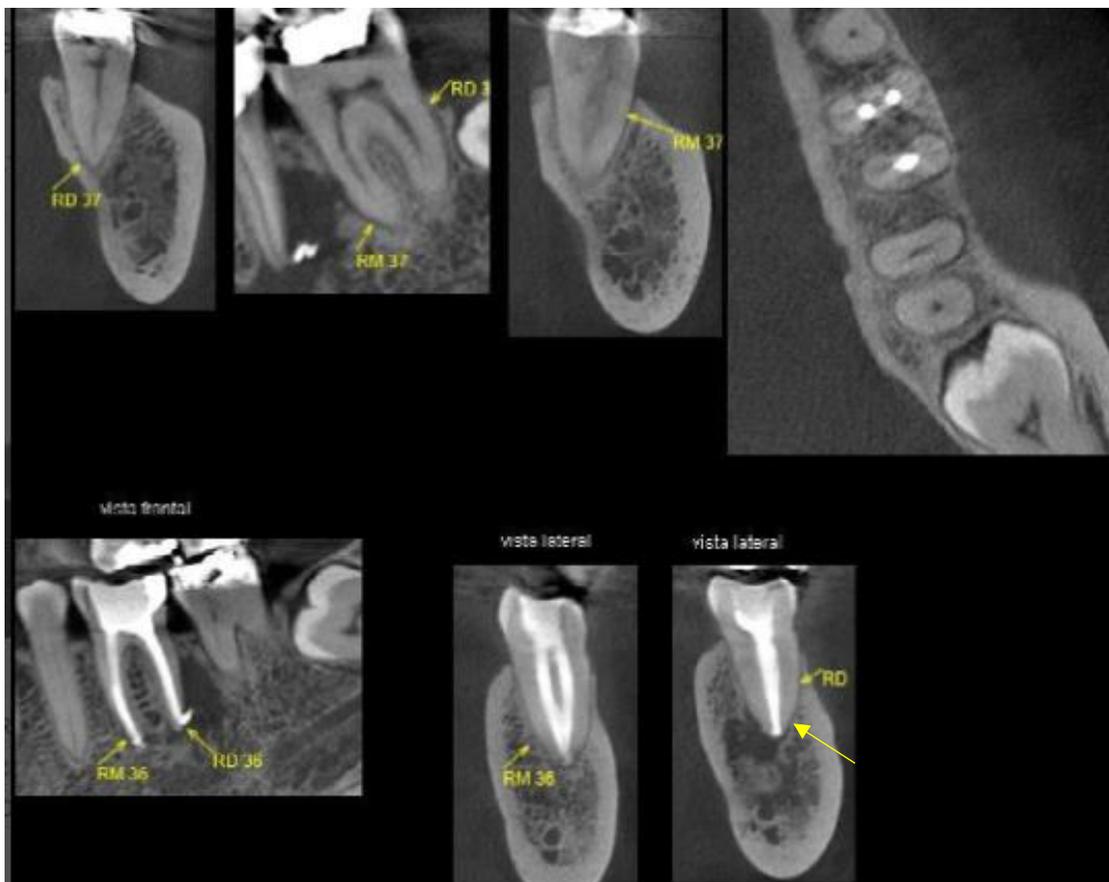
Tomografia de controle após 7 meses em que se observa a diminuição da lesão em relação ao canal mandibular.
